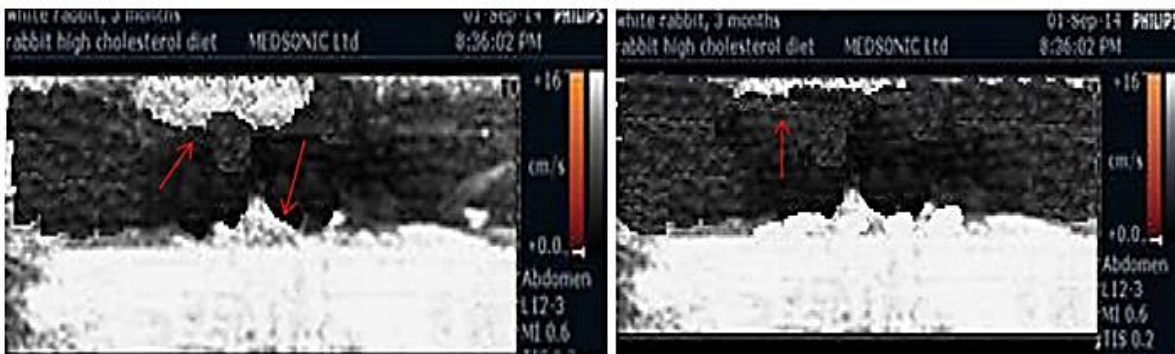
Desgaste de la pared arterial del conejo a partir de la aplicación de ultrasonido de alta frecuencia, para generar burbujas [91].
